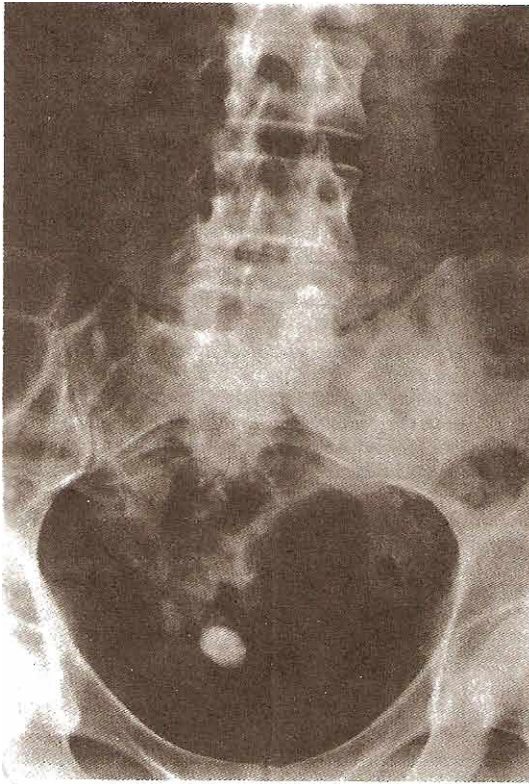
A: Radiografía de un abdomen doloroso que muestra dos cálculos vesicales. B: Apariencia macroscópica de los cálculos vesicales removidos. Nótese conformación clásica característica de los cálculos que se componen de ácido úrico.
